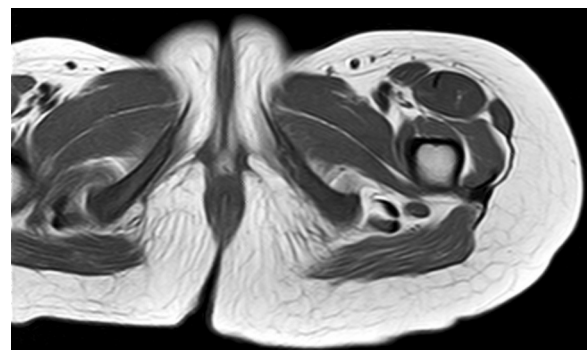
RM en incidencia axial ponderada en T1 en el nivel anatómico de la escotadura ciática. Lesión de partes blandas bien definida, lateral al tendón del semimembranoso, hipointensa en T1, en localización del nervio ciático izquierdo.
